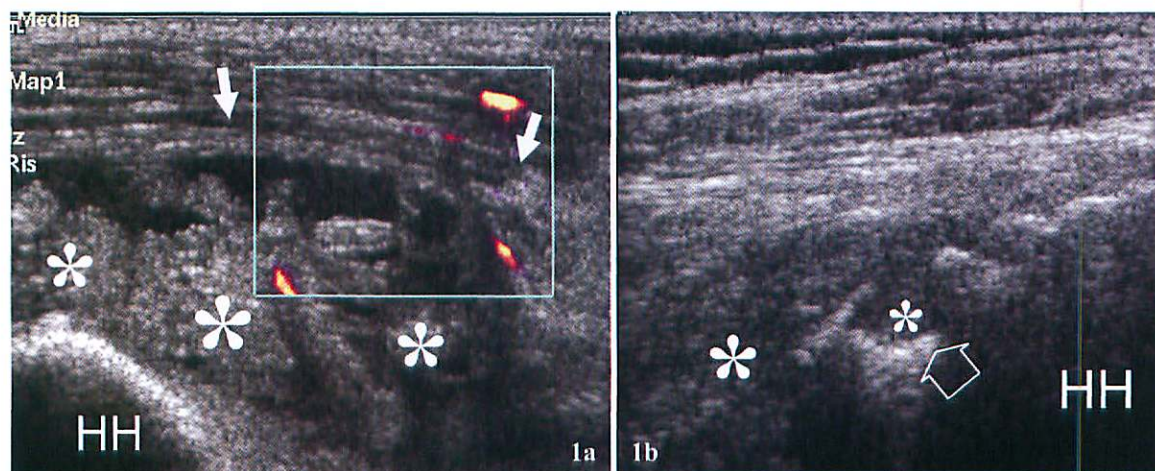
Polyarthrite rhumatoïde. 1a coupe transversale écho-doppler 12-5MHz sur la région antérieure de l'épaule chez un patient présentant la maladie de longue date. La BSAD (flèches) contient un liquide hypoéchogène et des franges échogènes (astérisques) représentant le pannus synovial. Présence d'une hyperémie dans le synovium. 1b coupe transversale en échelle de gris 12-5MHz au niveau de la région postérieure montrant un defect cortical profond (flèche) dans la tête humérale (HH) rempli de pannus hypoéchogène (astérisques) et correspondant à une érosion.
